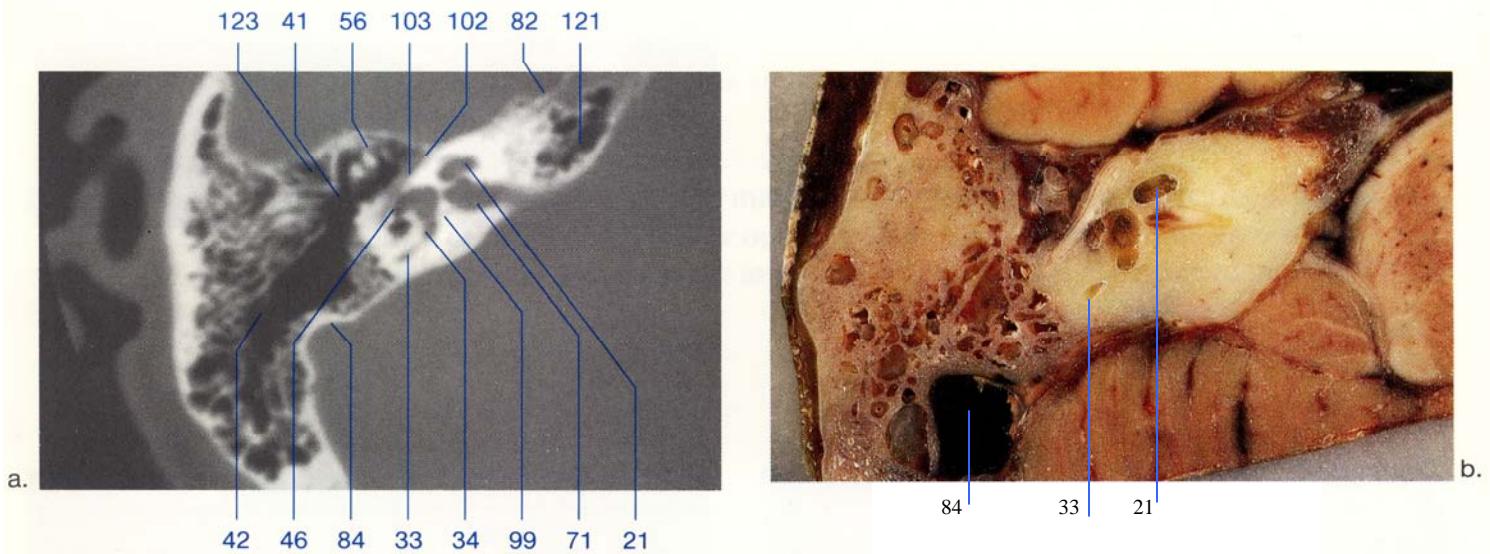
Correlative CT anatomy in the transverse plane at the level of the second part of the facial nerve canal. See text for a more detailed description.
